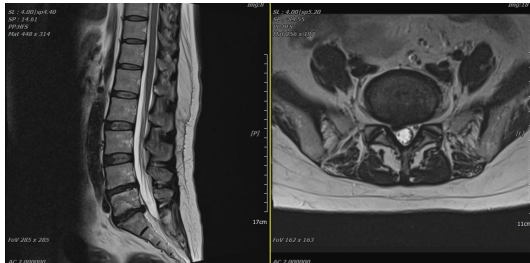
L-spine MRI (2018.01.02).
